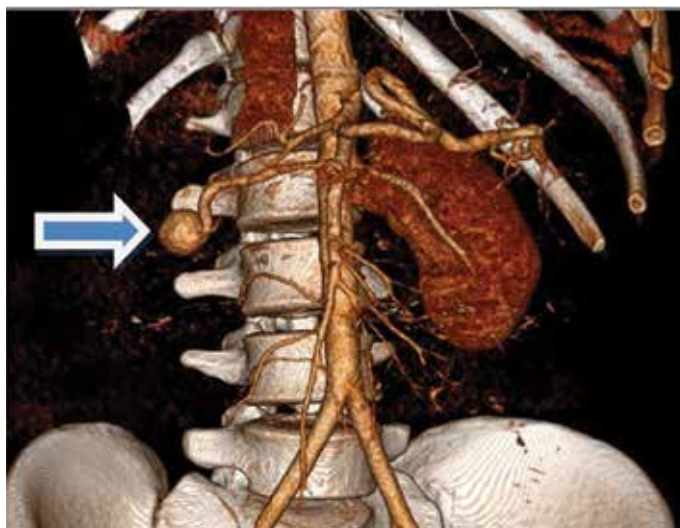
КТ-ангиограмма, 3D реконструкция. Пострадавший Р., 25 лет, и/б 4454. Постравматическая аневризма правой почечной артерии
